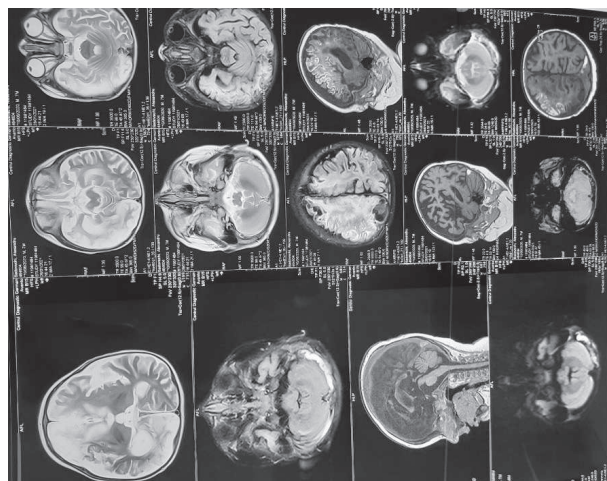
Cerebral CT scan from January 14, 2021, suggestive for degenerative destructive lesions in the frontal parietal and periventricular areas, hypoxic ischemic encephalomalacia on the right associated with laminar cortical necrosis. Cortical atrophic changes.
